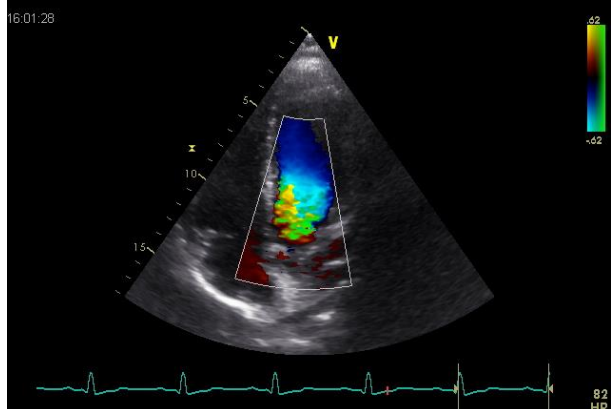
Farbdoppler der Aortenklappe
